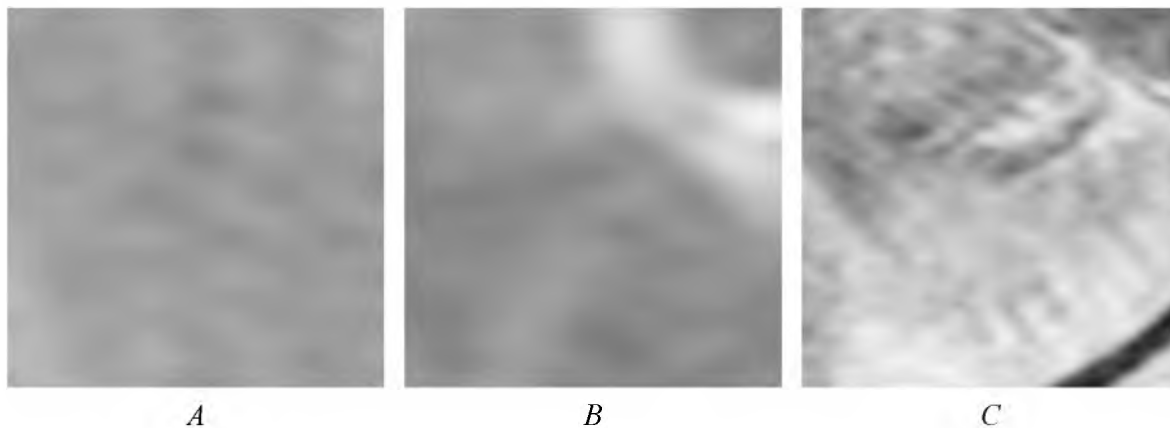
Фрагменти Т-2 зважених цифрових зображень магнітно-резонансних томограм головного мозку, використані для розрахунку фрактального індексу гетерогенності:
